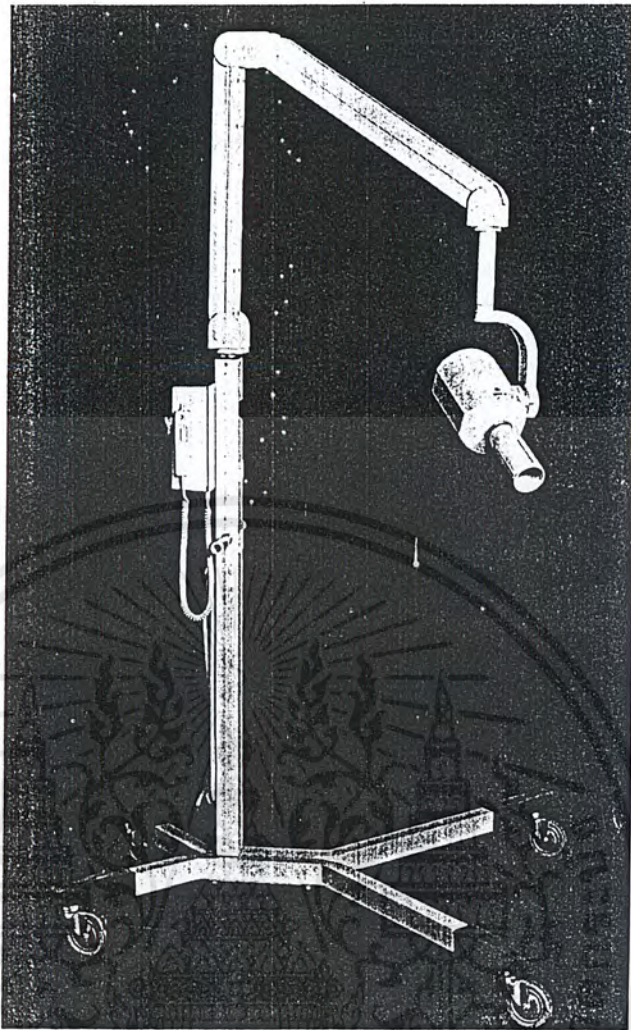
Mobile X-ray unit. (Courtesy Philips Dental Systems, Shelton, CT.)
